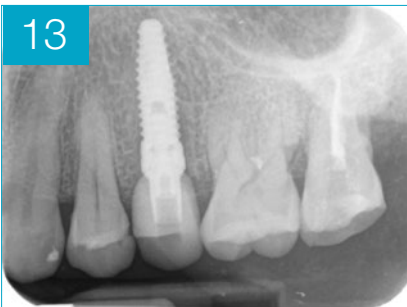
Radiografia finale per valutare il fitting tra impianto, T base e corona
